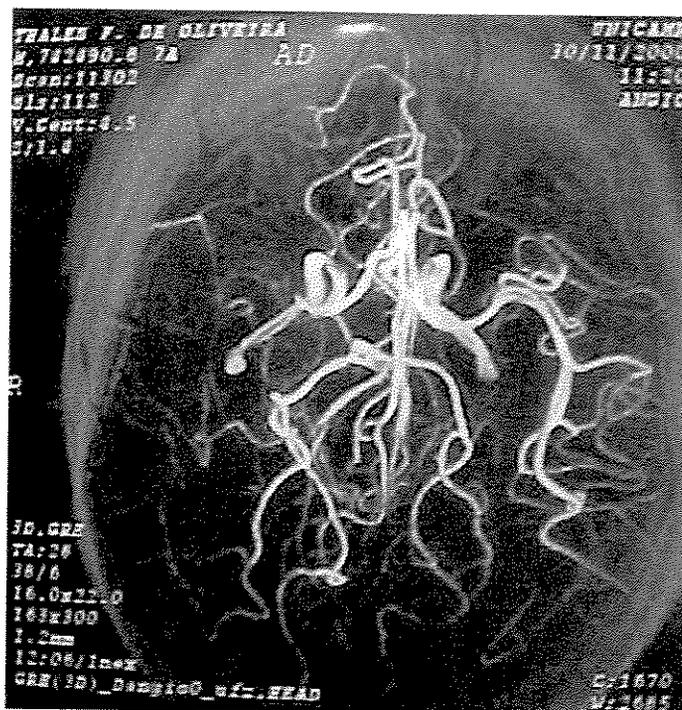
Sujeito 3 TFO Angiorressonância arterial 3D/GRE, em 30/11/2000, paciente acometido por DCVI aos 7anos de idade.
